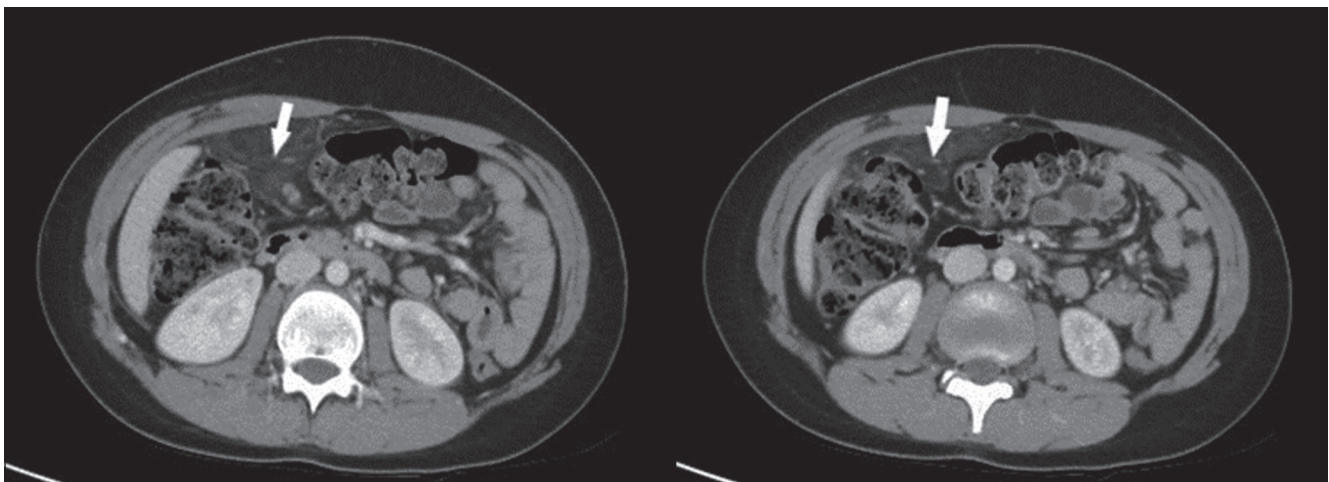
Corte axial de Tomografía Computarizada de abdomen. Se observa una región, señalizada por flechas, de bordes mal definidos adyacente y anterior a colon transverso con ligero aumento de densidad respecto a la grasa del resto del abdomen.
